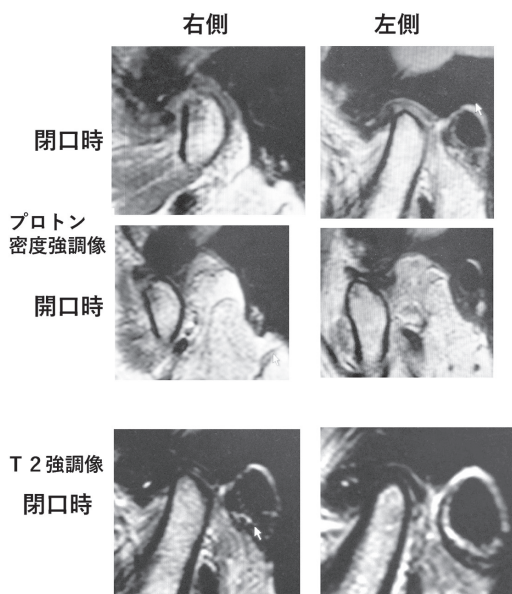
可逆性の下顎位，咬合変化症例の初診時 MRI 所見
